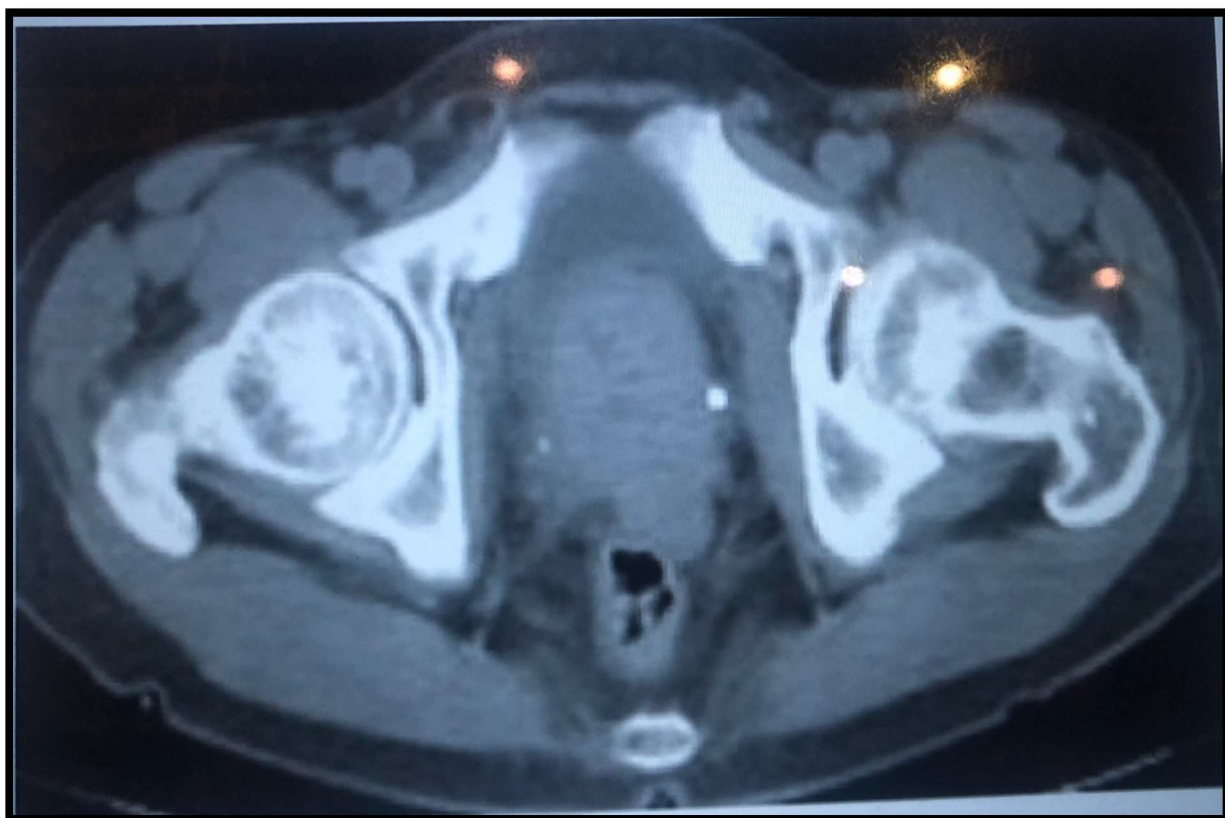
TDM injectée, coupe transversale ; montrant une prostate augmentée de taille, hétérogène.
